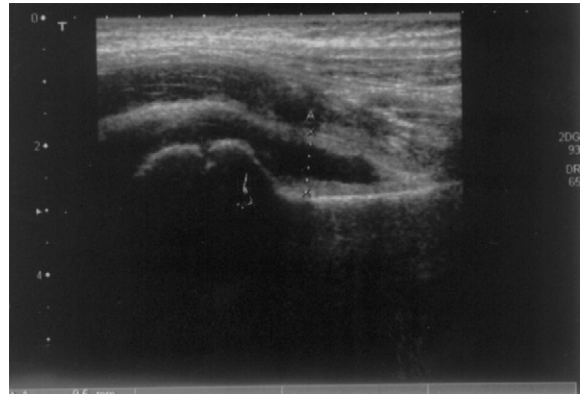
Échographie de hanche droite au cours d'une synovite aiguë bénigne de hanche droite objectivant la présence d'un épanchement, sans hypertrophie synoviale.
